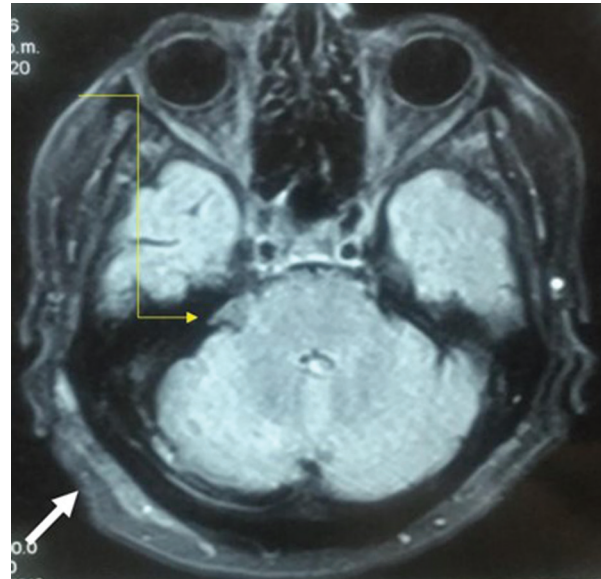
Resonancia magnética axial simple en T1 con evidencia del implante-esponja en la cisterna trigeminal a las 48 h de posoperatorio (flecha amarilla). Se observa un segundo implante de quitosana en una conformación en bicapa en la zona dural de la craneotomía (flecha blanca).
